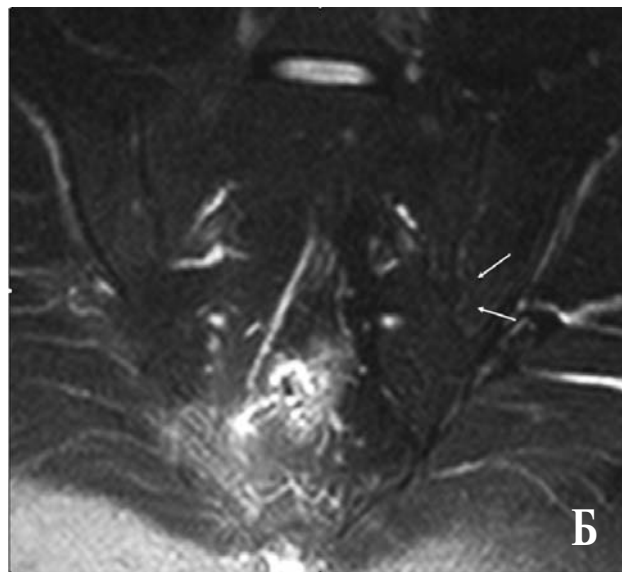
Пациент Б., 28 лет, диагноз – аксиальный спондилоартрит, длительность болей в спине 24 мес. МР-томограммы крестцово-подвздошных суставов в полукоронарной проекции:
